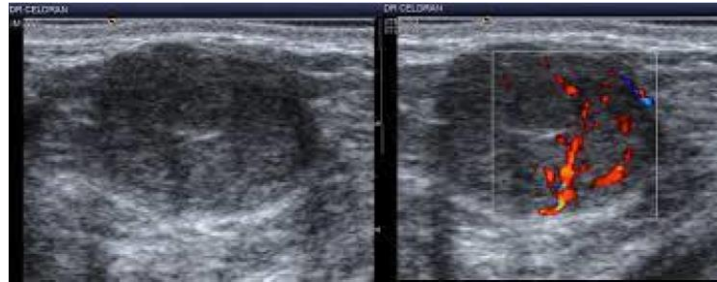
Image échographique d'un adénofibrome [1].
